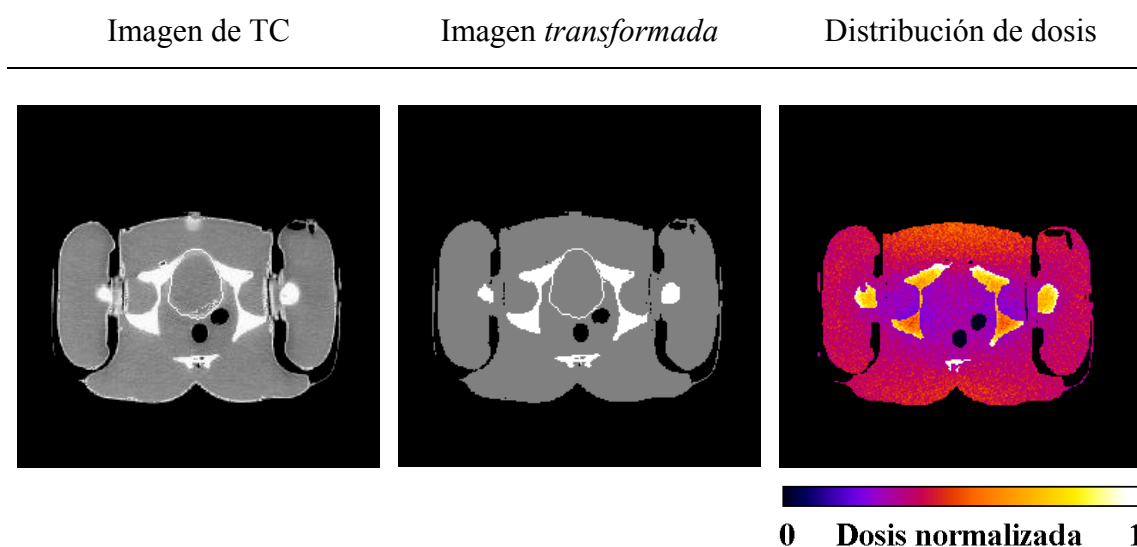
Imagen de TC, imagen voxelizada y mapa de dosis en el estudio de pelvis en el maniquí Remab. La escala de referencia se ha normalizado al valor máximo de dosis.
